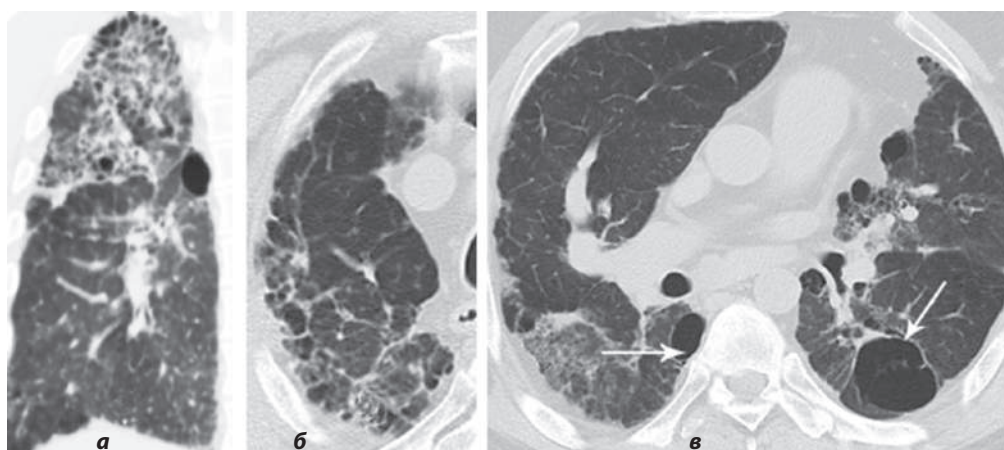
демонстрирует КТ-семиотику больного М., 52 лет, с клиническими признаками, совместимыми с диагнозом ИЛФ. Вместе с тем на КТВР определяются как минимум три признака, исключающие диагноз ИЛФ — поражение верхней доли (а), преимущественно второго
